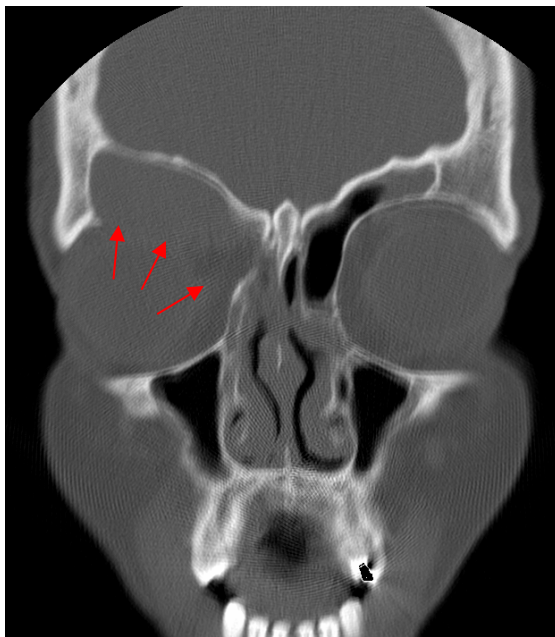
CT in coronarer Schnittführung (links) der in Abbildung 25 vorgestellten 29-jährigen Patientin zeigt eine komplette Verschattung der rechten Stirnhöhle mit fehlendem Stirnhöhlenboden (Pfeile) und eine Teilverschattung des lateralen Anteiles der linken Stirnhöhle. In der koronaren T1-gewichteten MRT werden 2 Stirnhöhlenmukozelen, die die rechte Stirnhöhle komplett und links den lateralen Anteil der Stirnhöhle ausfüllen, sowie ein Prolaps des orbitalen Fettes in das rechte Siebbein bei fehlender Periorbita deutlich (Kreis).
